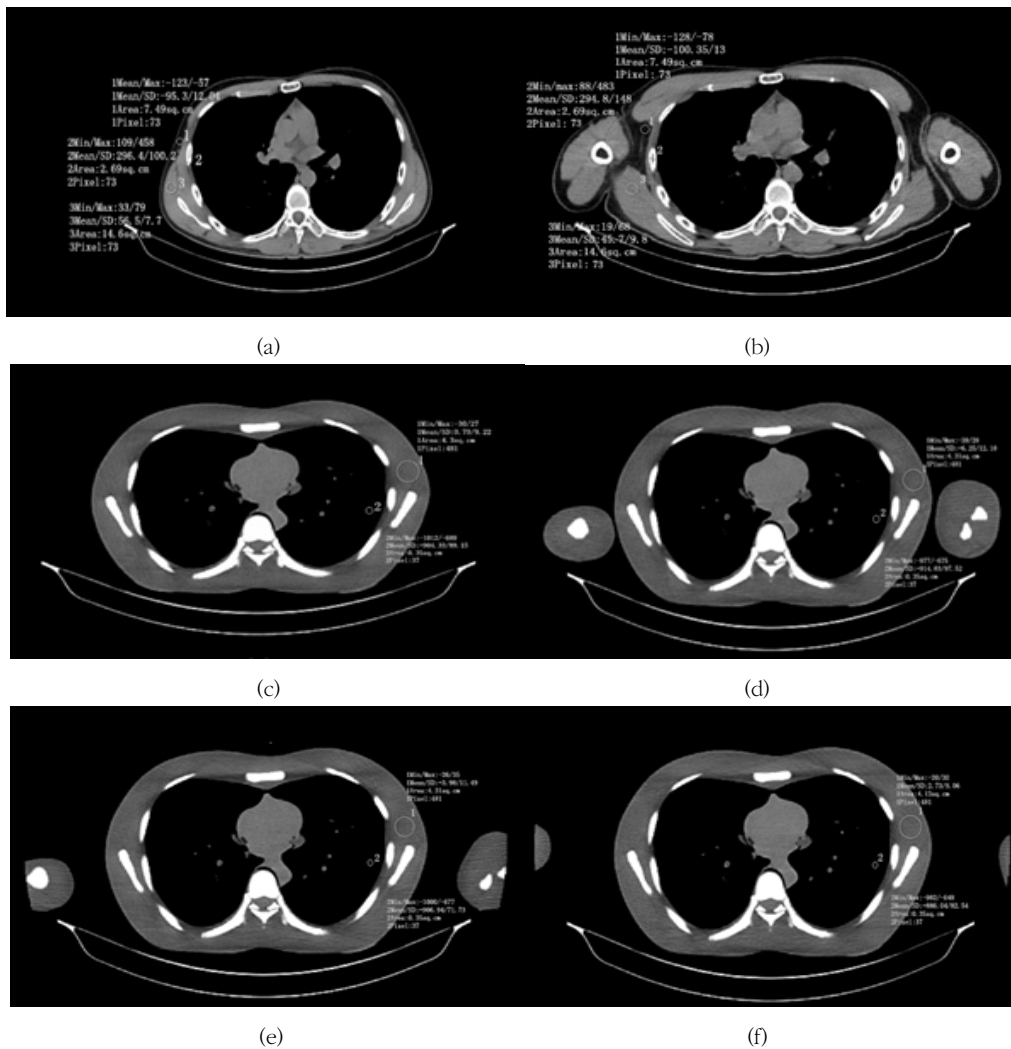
Region of interest (RIO) For CT value measurement in human subject and phantom images; (a) The position of the arm raised (a) and lowered (b) on the human subject. Each position of the arm at the phantom; raised state, attached to the torso, 3 cm away from the torso, 7 cm away from the torso.
